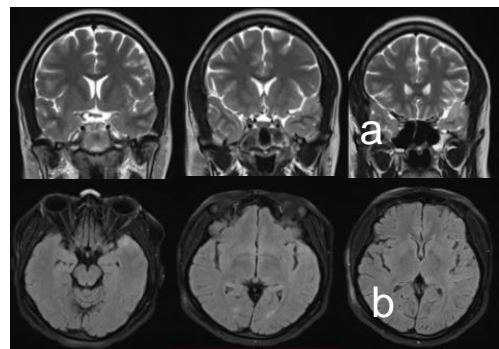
IRM cérébrale de contrôle à 2 mois coupes coronales T2 (a) et axiales FLAIR (b) montrant une régression quasi-complète de la lésion, persiste un léger hypersignal temporal
